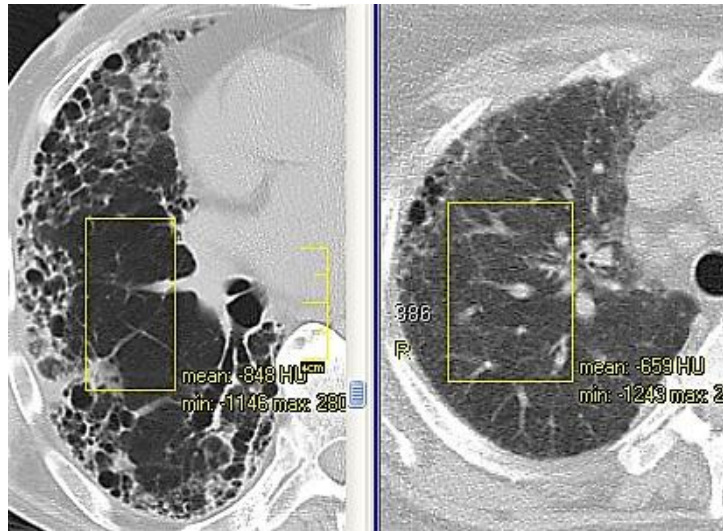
КТ хворого С., 75 років, ІЛФ (ліворуч), щільність паренхіми: –848 НУ. КТ хворого Т., 61 роки, гіперсенситивний пневмоніт (праворуч): великі зміни за типом «матового скла», щільність паренхіми: –659 НУ.
